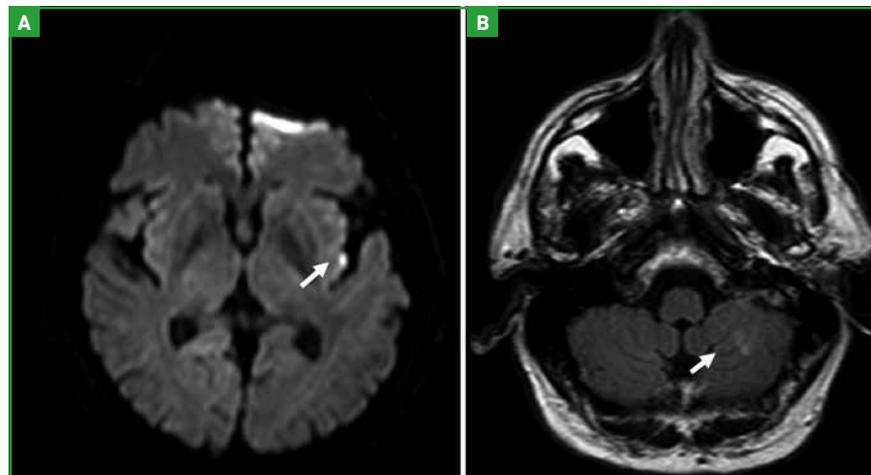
AVC dans plusieurs territoires = AVC fortement évocateur de cause cardio-embolique par association d'un infarctus récent (visible en séquence de diffusion) insulaire gauche cortical, dépendant de la circulation carotidienne gauche (A) et d'une séquelle plus ancienne (visible uniquement en séquence FLAIR) hémisphérique cérébelleuse gauche, dépendant de la circulation vertébro-basilaire (B). Aspect IRM compatible avec une classification ESUS si le bilan standard n'a pas abouti à une cause évidente.
